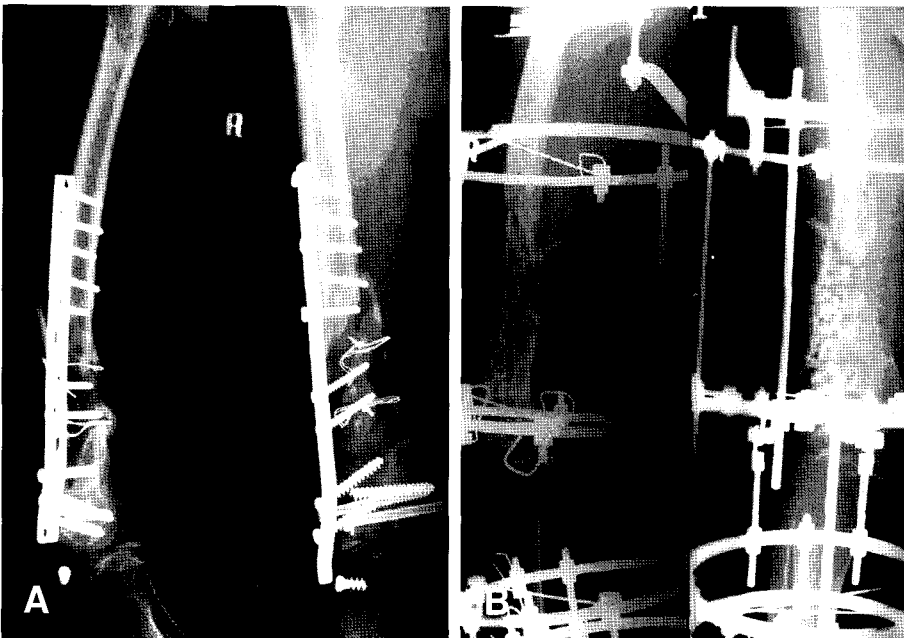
(A) A 65-years old female patient with femur shaft fracture was treated with open reduction and internal fixation. But radiograph shows nonunion of distal femur with osteolysis and screw breakage. (B) Ilizarov apparatus was applied with antibiotics cement after internal fixator removal and massive debridement.
